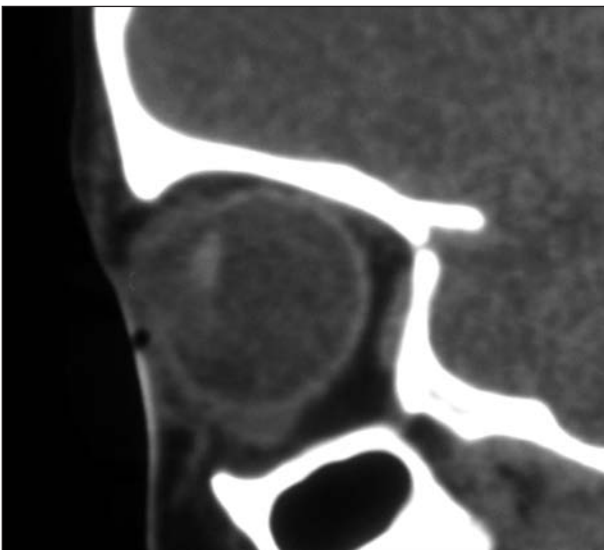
TAC de cerebro y órbitas: lesión hiperdensa en la cámara anterior que desplazaba al cristalino.
